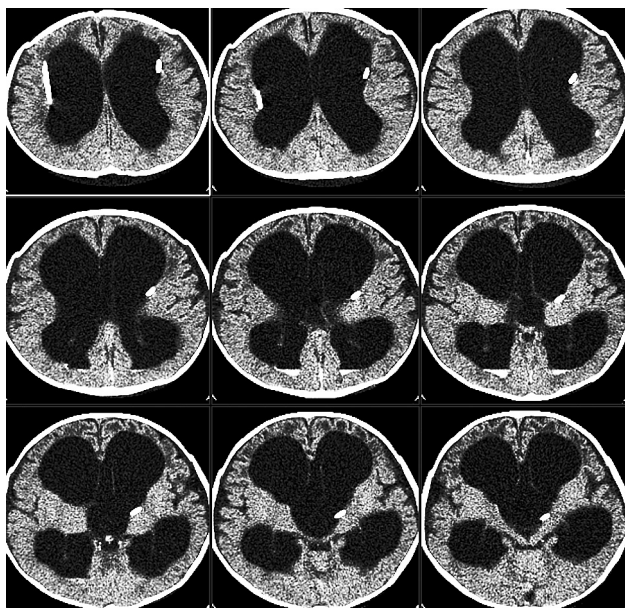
МСКТ (серия аксиальных срезов). Состояние через 4 дня после промежуточной операции. Четко просматриваются борозды и извилины мозга. Боковые желудочки асимметричные, шире справа. Отмечается наличие дренажных трубок в проекции боковых желудочков. Кистозный катетер располагается в кисте, но пристеночно. В проекции затылочных рогов с двух сторон выявлены небольшие участки повышенной плотности — уровень седиментации крови
